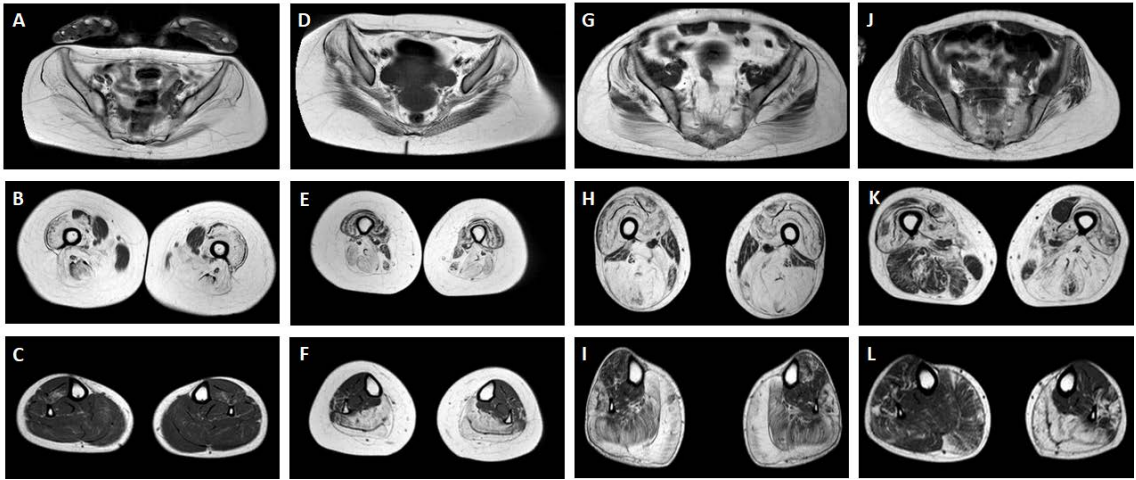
Representación de imágenes de MRI secuencias T1w de pacientes con varias distrofias musculares. A-C) Paciente con alfa-sarcoglicanopatía (LGMDR3). D-F) Calpainopatía (LGMDR1). G-I) Distrofia muscular de Becker. J-L) Portadora sintomática de distrofinopatía.
